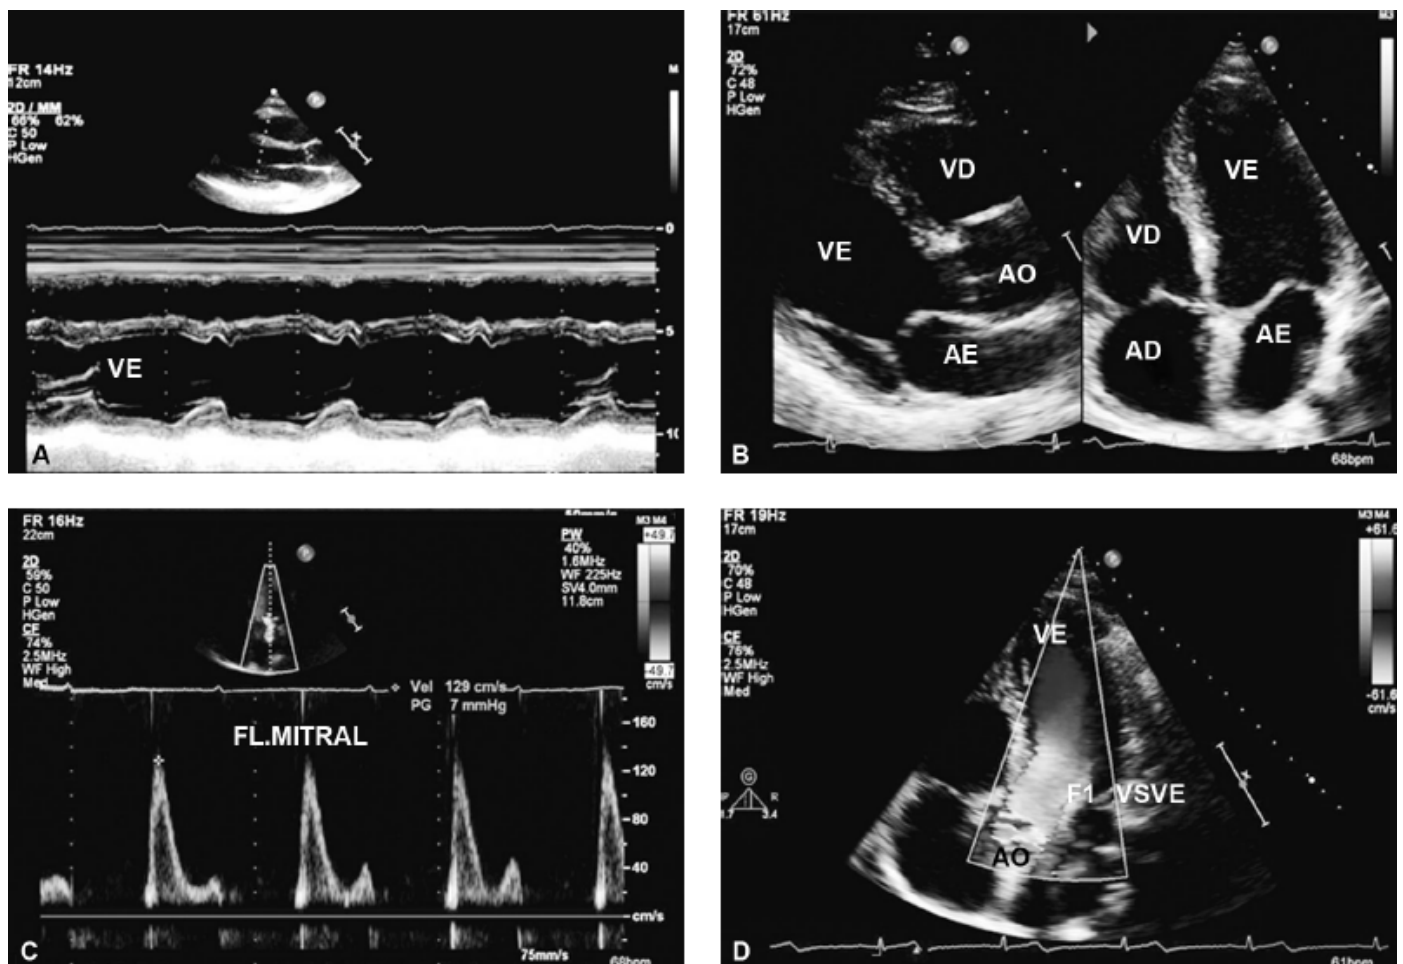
A. Imagem unidimensional (modo-M) do ventrículo esquerdo (VE). B. Imagem bidimensional do coração ao corte paraesternal longitudinal (esquerda) e apical 4-câmaras (direita) que demonstra as cavidades cardíacas (VD =
